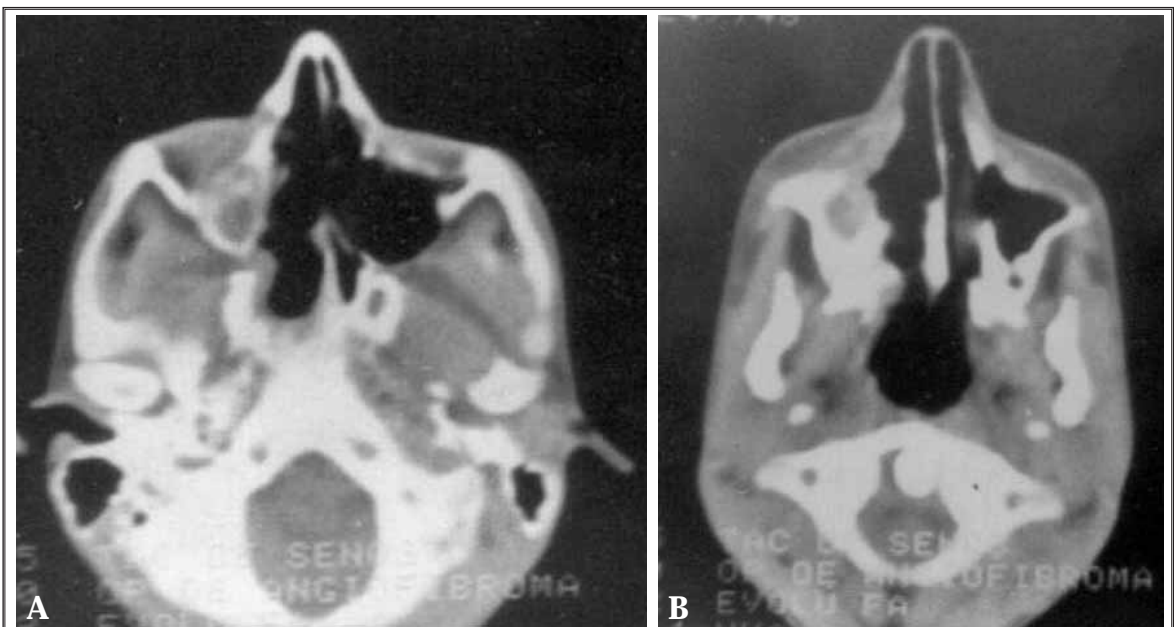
Estudios evolutivos de Tomografía Axial Computada hechos al año de la ablación quirúrgica. Se comprueba ausencia de crecimiento tumoral en cortes axiales consecutivos.
